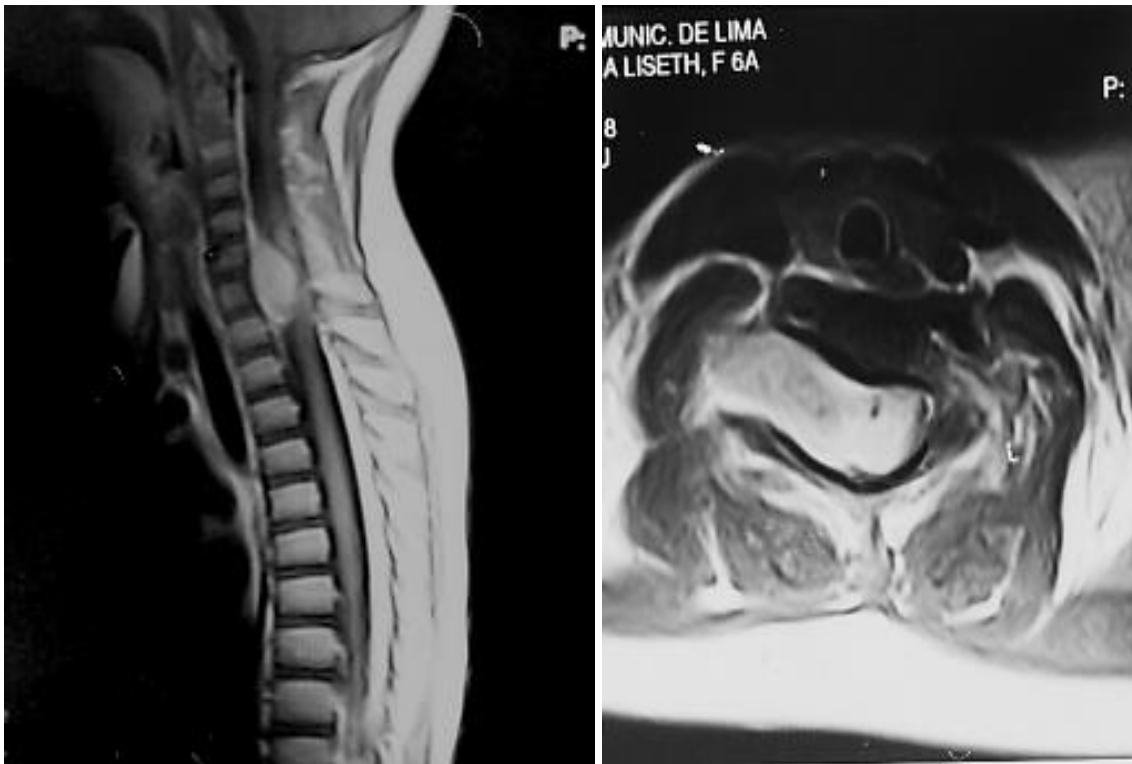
RMN-Columna Cervical (sagital). Lesión tumoral intra-extra raquídea, intradural y extramedular.
